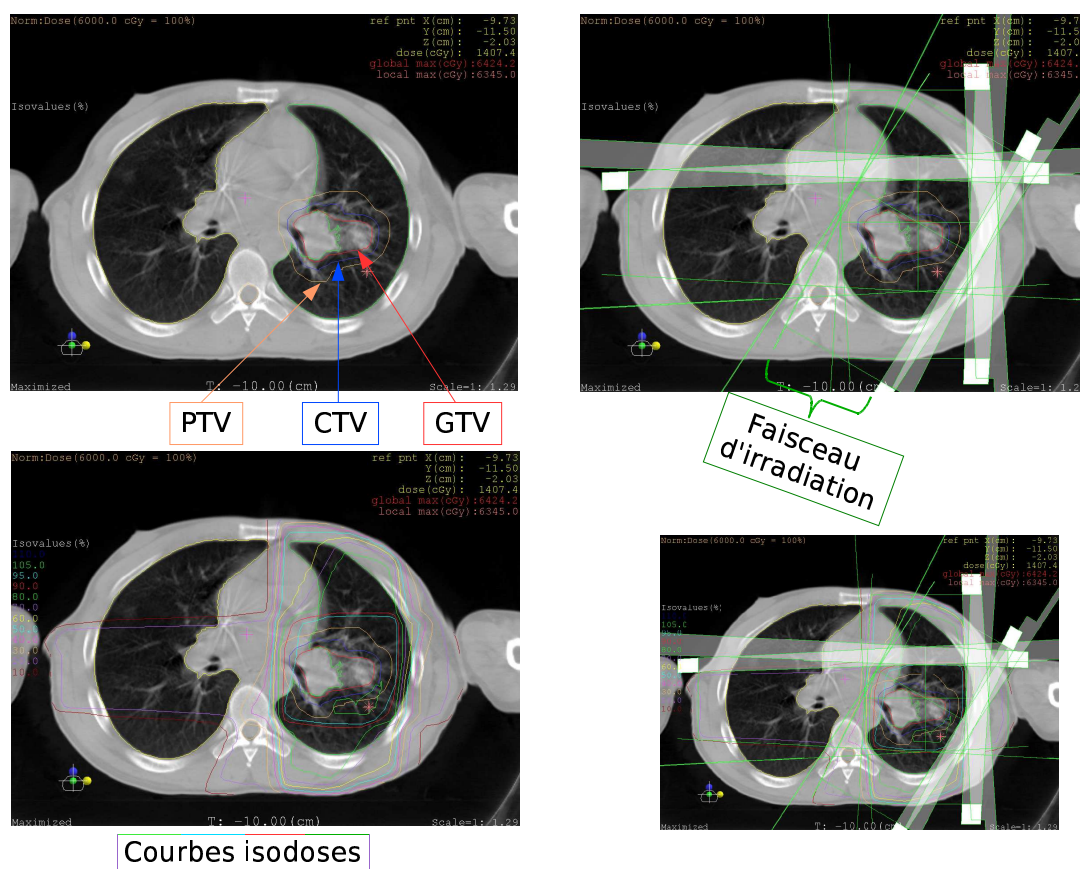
Une même coupe axiale extraite d'une image TDM avec les informations suivantes : contours volumes GTV, CTV, PTV, faisceaux d'irradiations, courbes d'isodoses.
